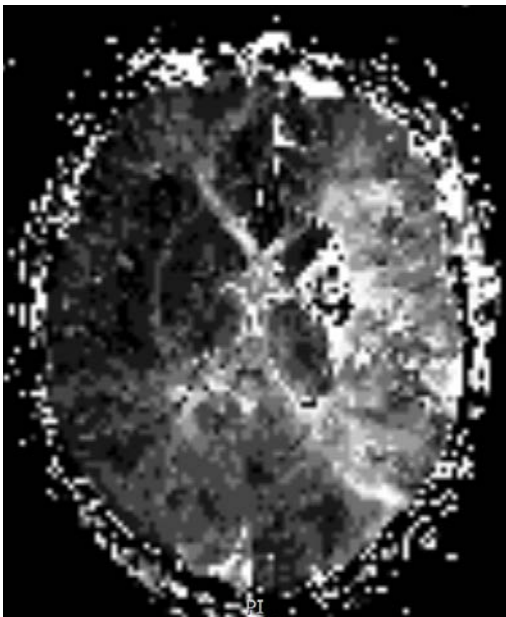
Sekwencja DWI badania MRI
